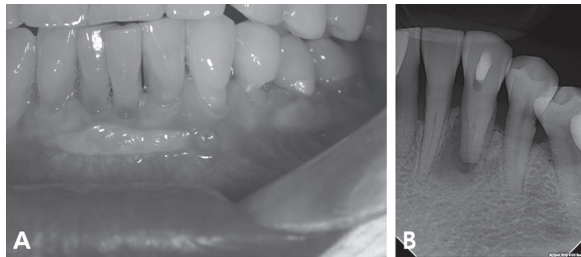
(A)초진 임상 사진 (B)초진 치근단 방사선 사진
